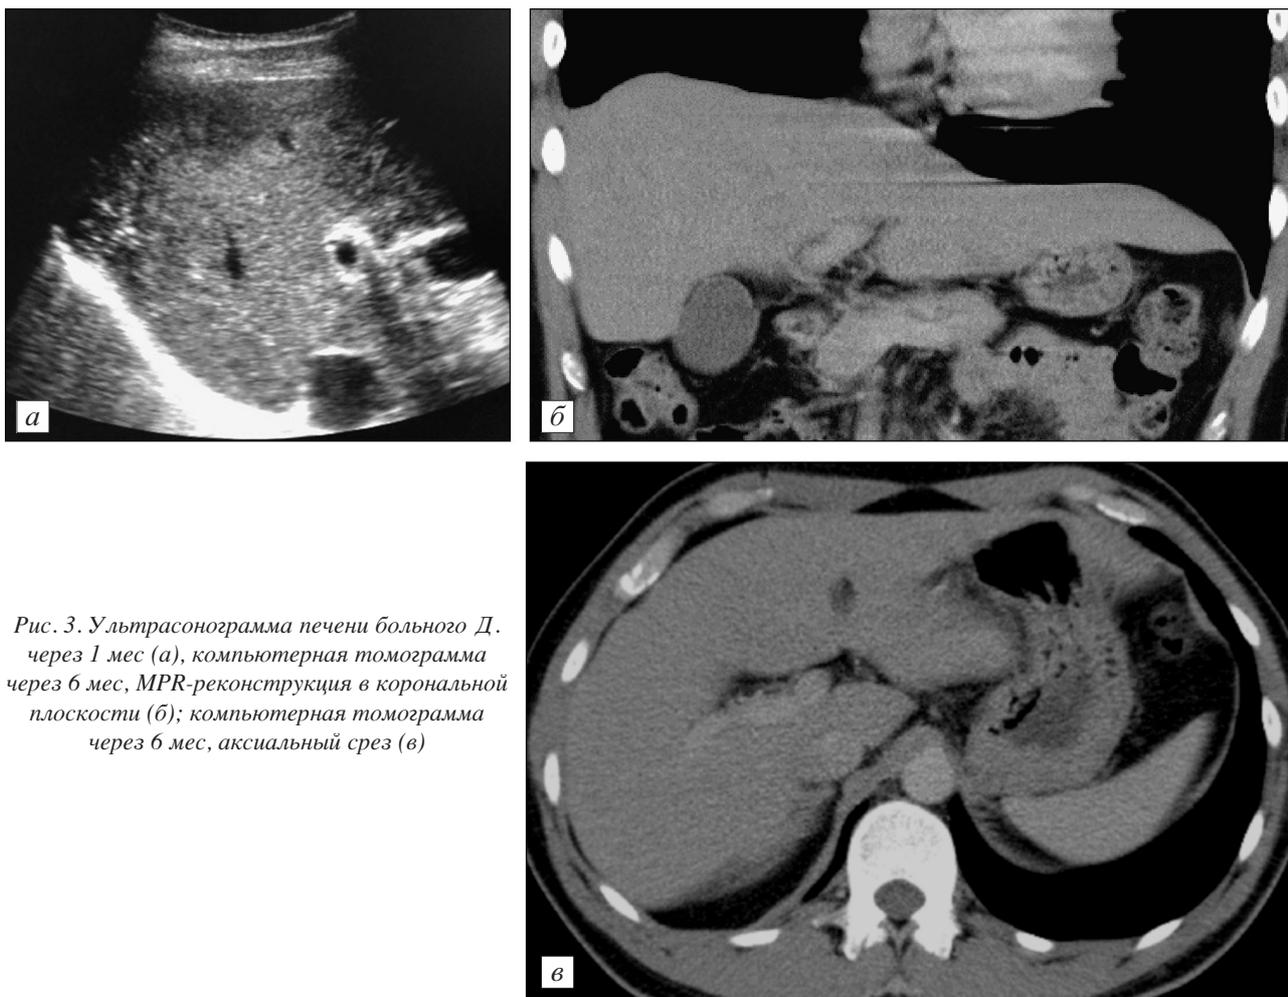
Ультрасонограмма печени больного Д. через 1 мес (а), компьютерная томограмма через 6 мес, MPR-реконструкция в коронарной плоскости (б); компьютерная томограмма через 6 мес, аксиальный срез (в)
